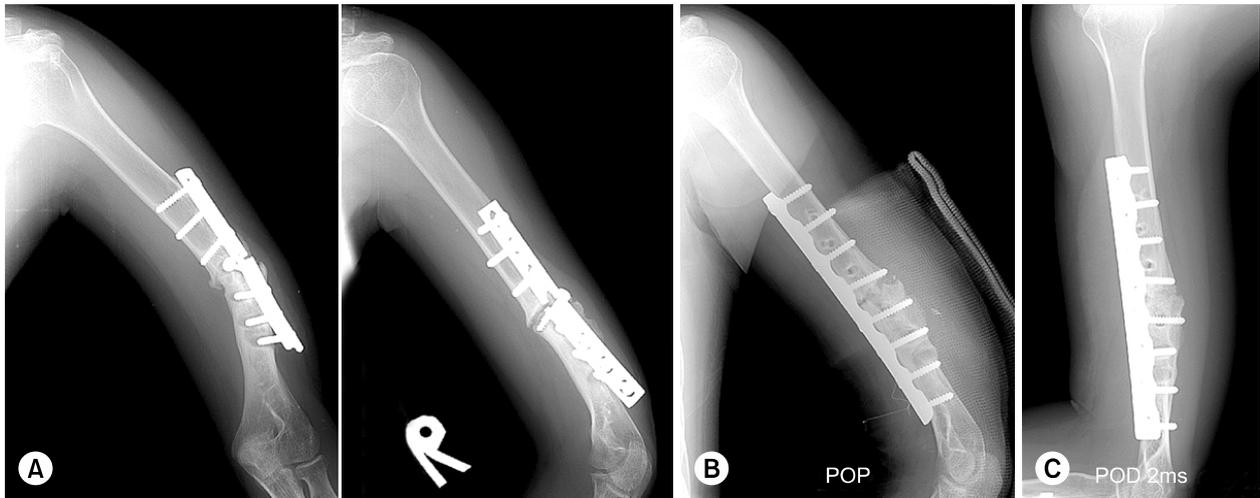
(A) Radiographs of 62-year-old male show a nonunion with the metal breakage. (B) After resection of margin, 4.5-mm LC-DCP plate was applied. (C) At 2 month after surgery, bone union was achieved.
